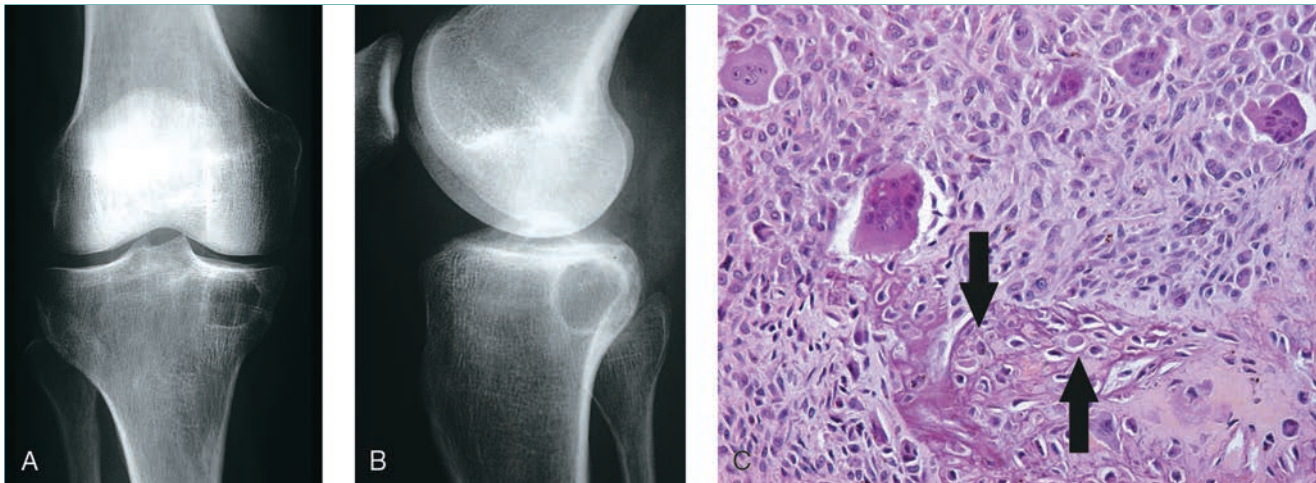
Condroblastoma. Las radiografías anteroposterior (A) lateral (B) de la rodilla derecha de un joven de 19 años muestran una lesión redonda bien delimitada en la epífisis tibial proximal que se extiende ligeramente a la metáfisis. Obsérvese el halo periférico esclerótico. C, Imagen microscópica de un condroblastoma. Obsérvese los condroblastos ovoides o redondos (flechas). Con más aumento se ven zonas de calcificación distrófica alrededor de las células individuales con un patrón de "malla metálica". (C reproducida con autorización de Weber KL, O'Connor MI: Benign cartilage lesions, en Schwartz HS, ed: *Orthopaedic Knowledge Update: Musculoskeletal Tumors*, ed 2. Rosemont, IL, American Academy of Orthopaedic Surgeons, 2007, p 116).
